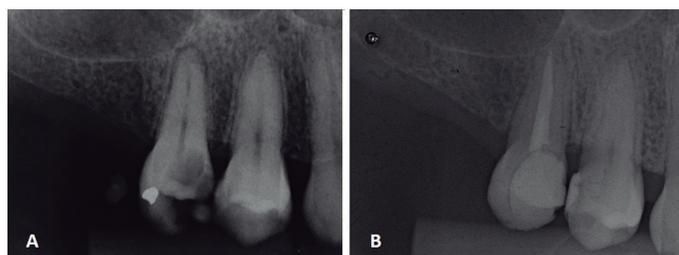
Tratamento endodôntico do dente 15: A) Radiografia periapical inicial; B) Radiografia periapical final.
